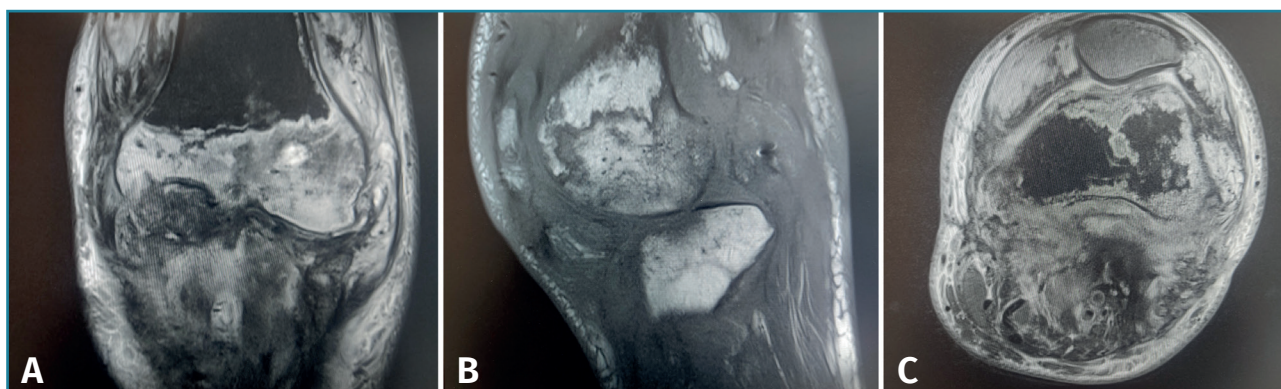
Resonancia magnética de rodilla, que presenta luxación femorotibial inveterada, de 7 meses de evolución, en la que se aprecian focos de osteonecrosis avascular, con bordes serpenteados e intenso edema óseo circundante. A: corte coronal, secuencia T2; B: corte sagital, secuencia T1; C: corte axial, secuencia con supresión grasa.
